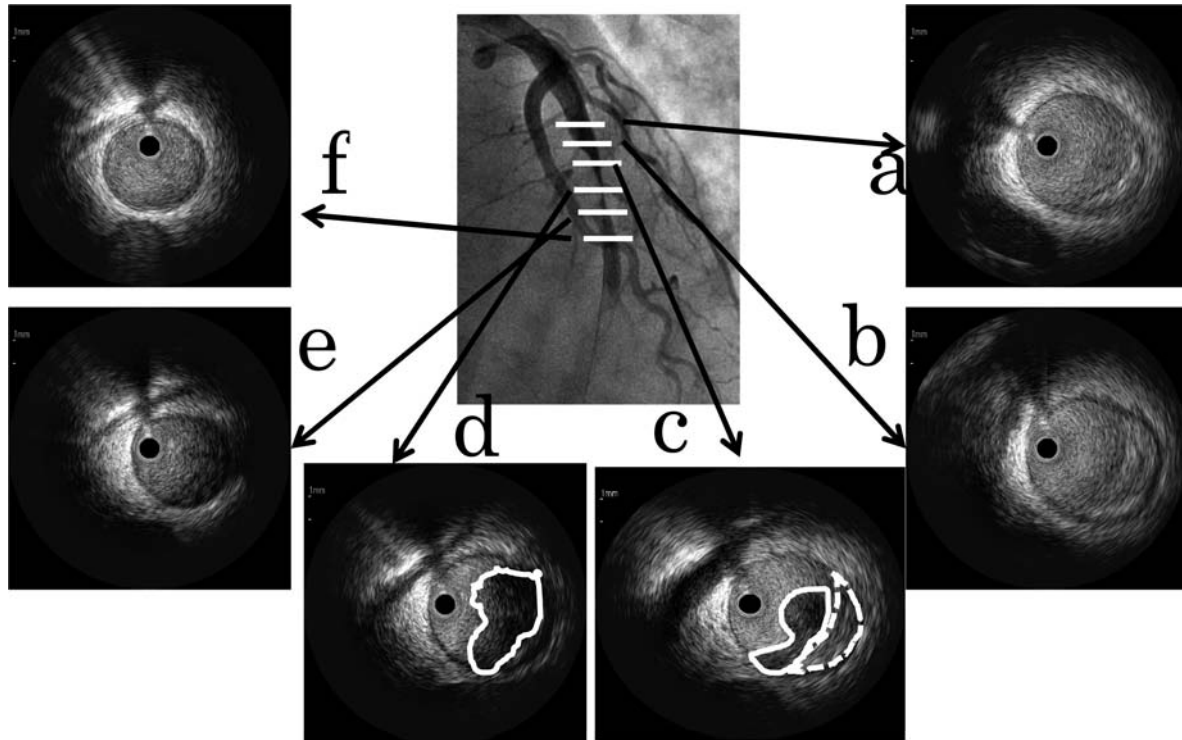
Intravascular ultrasound revealed mild atherosclerotic plaque (c: dotted line). Thrombus overlying plaque was seen (c and d: solid line). There was no evidence of plaque rupture.
